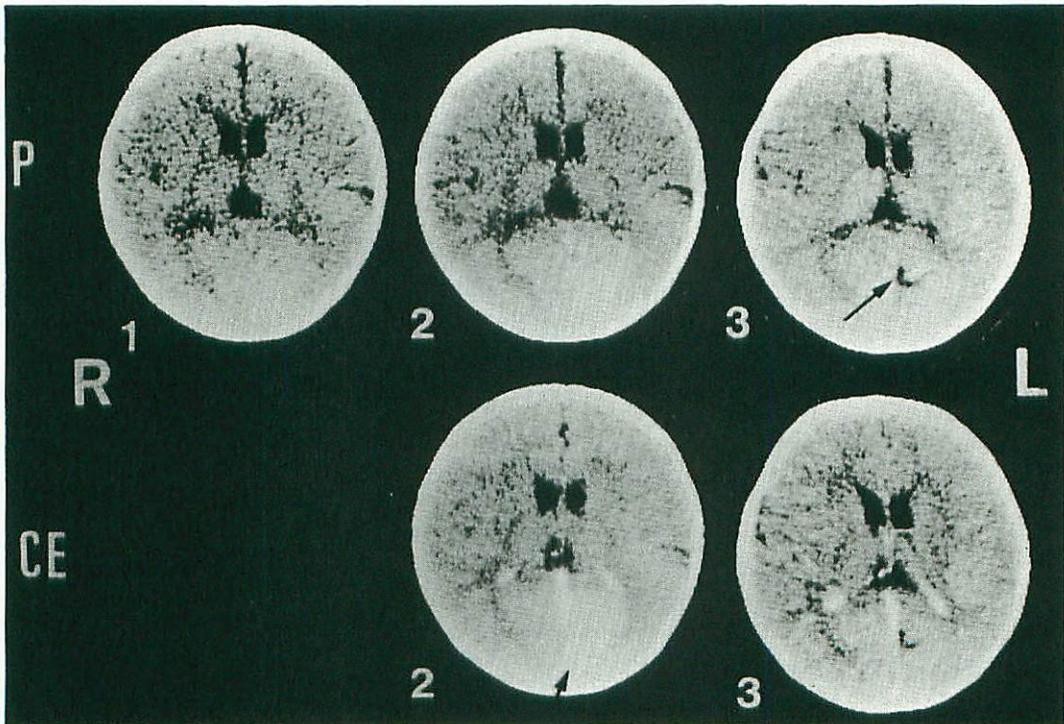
左頭頂・後頭動脈領域の脳梗塞(症例7)の経時的頭部 CT 像
